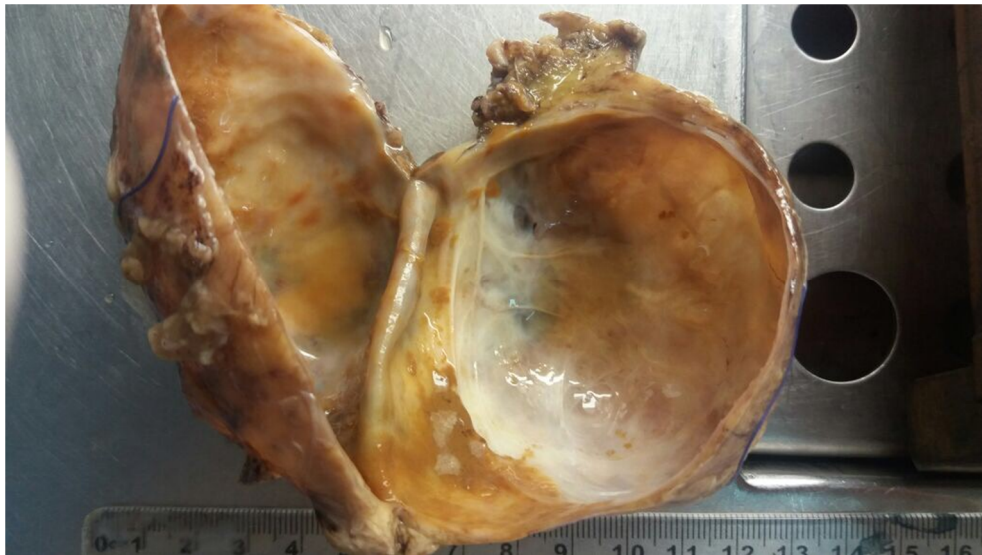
À L'OUVERTURE, LA PAROI EST FIBREUSE, LEGEREMENT EPAISSIE PAR ENDROIT AVEC UN ASPECT GELATINEUX
